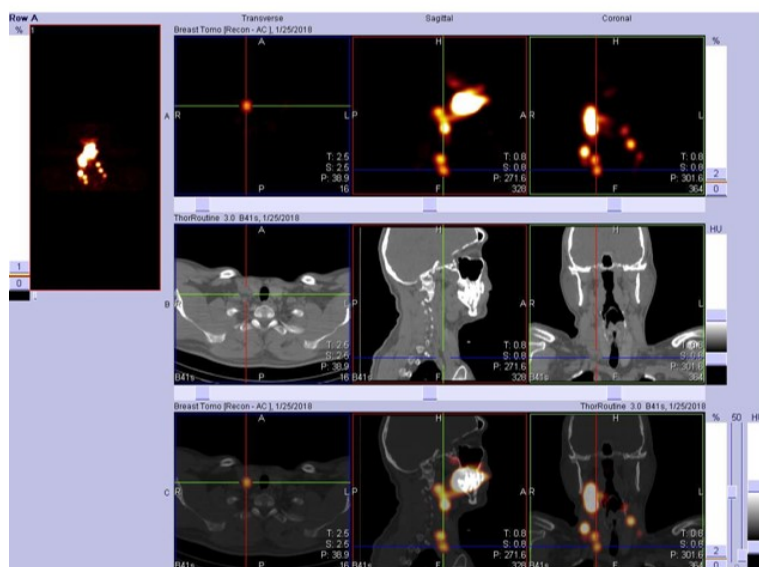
Изображение ОФЭКТ-КТ сигнальных лимфатических узлов шеи: двухсторонний вариант лимфотока
